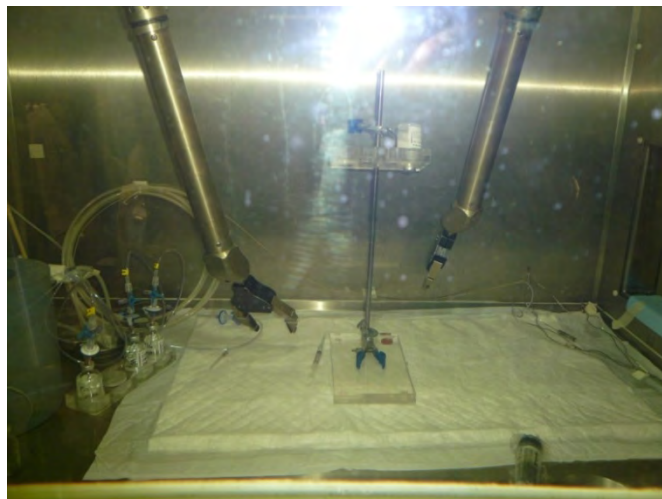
Dispositivos para preparar la FDG (F.D.)
